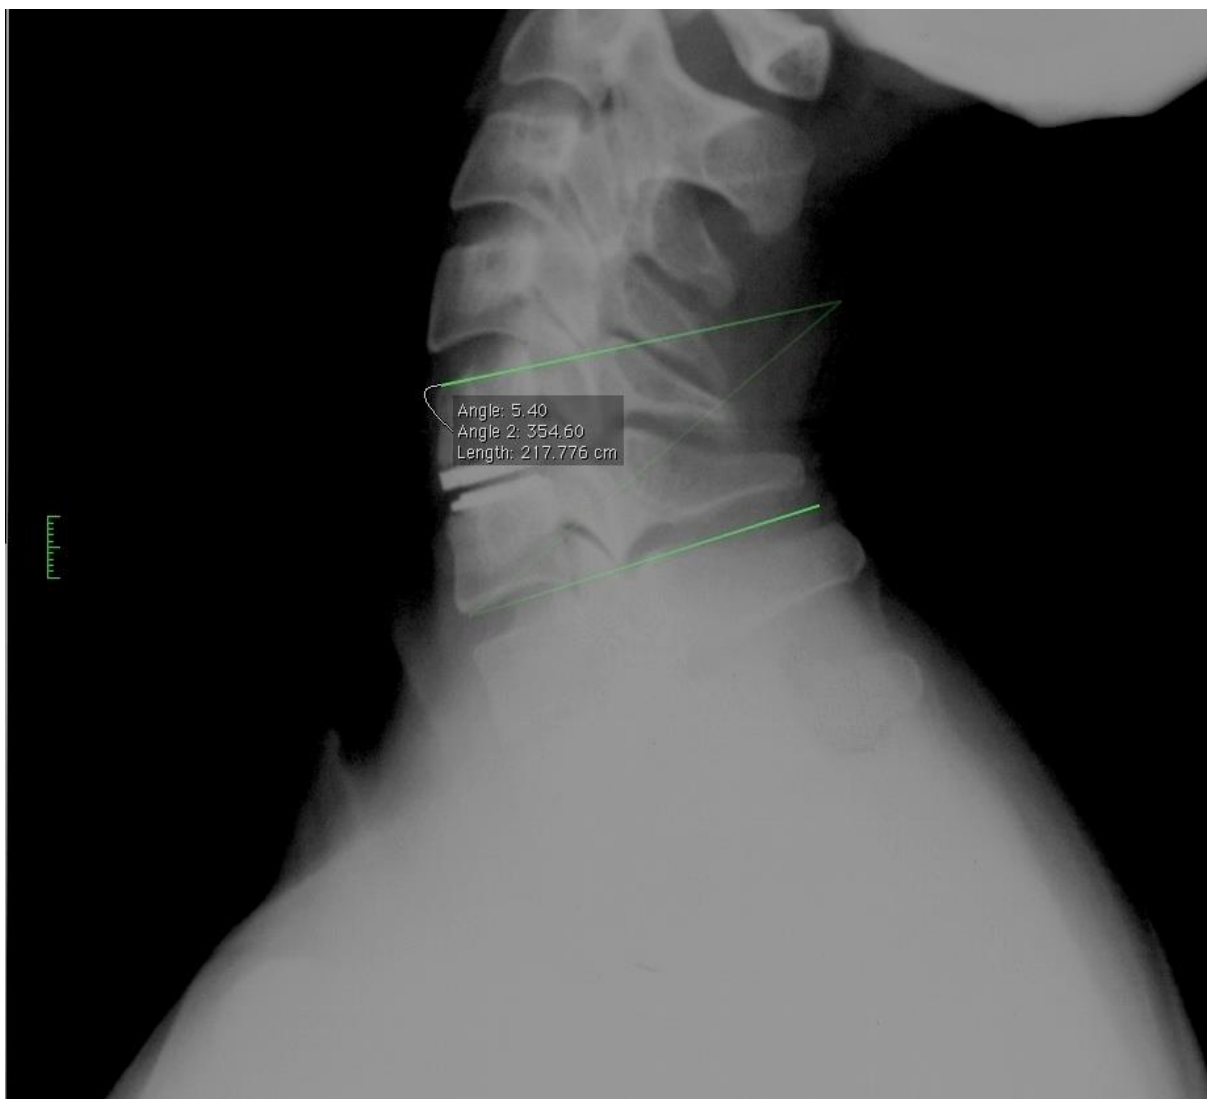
Mjerenje Cobbova kuta vertebrodinamičkog segmenta na prijeoperacijskim radiografskim snimkama prilikom fleksije, pomoću programa OsiriX Imaging Software
